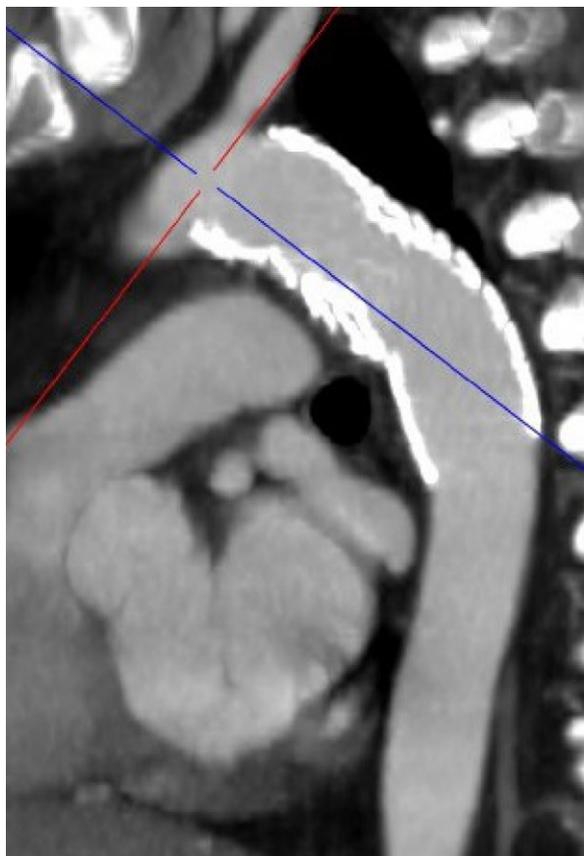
TC de control (un año) tras la exclusión endovascular de pseudoaneurisma de aorta torácica descendente.
